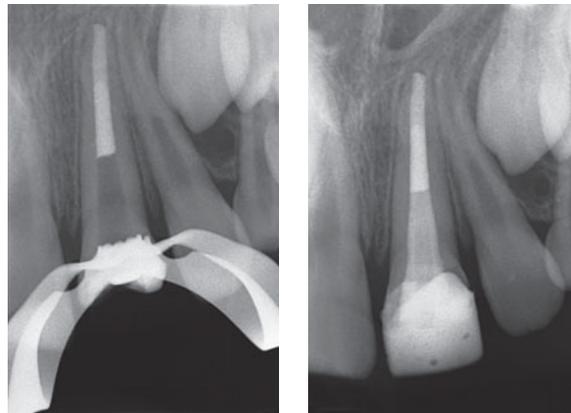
Intraoperative Röntgenüberprüfung nach Applikation eines MTA-Plugs und flüssiger Guttapercha bis zum mittleren Wurzel Drittel.
